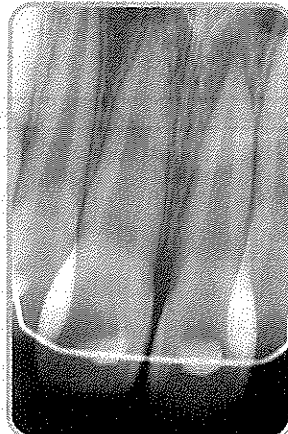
완전 탈구된 상악 중절치를 Resin wire splint로 고정한 후의 치근단 방사선 사진
